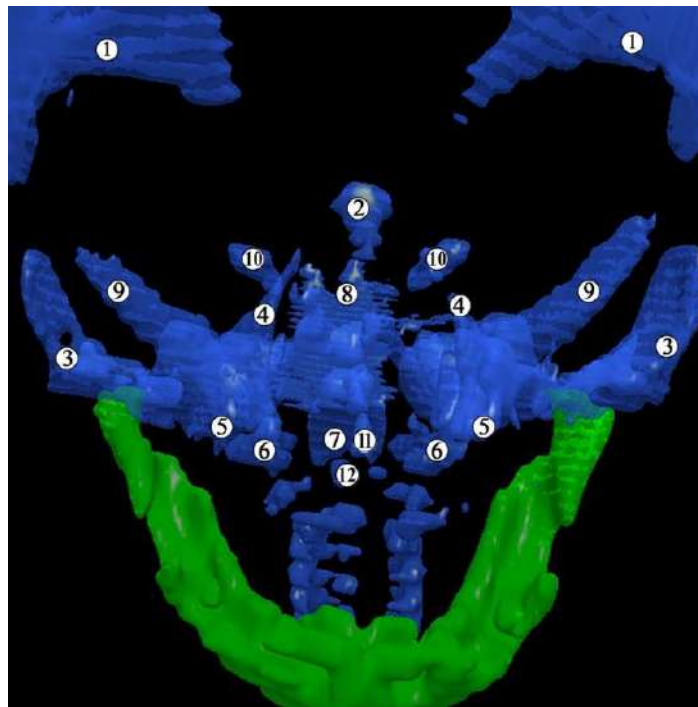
3D КТ голови 9-місячного плода людини. Синім кольором зображені мінералізовані тканини (нижня щелепа позначена зеленим кольором). Передня проекція. Зб. х3:
